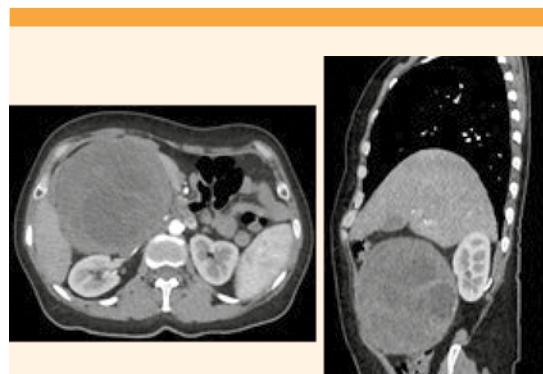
Tomografía de abdomen y pelvis que muestra una lesión contigua al riñón e hilos renales derechos que desplaza a las asas intestinales, con adecuado paso del medio de contraste.
